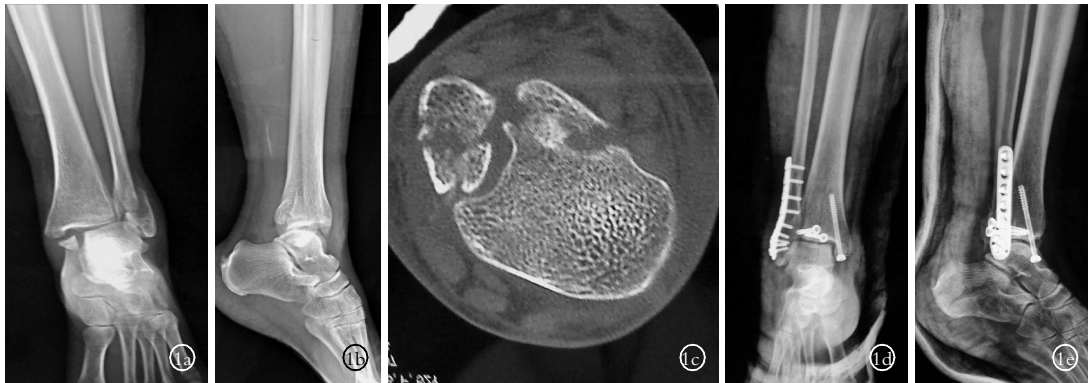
患者,女,45 岁,踝关节旋后外旋型骨折 1a.术前正位 X 线片示内外踝骨折,下胫腓有损伤,无明显分离,距骨向外侧半脱位 1b.术前侧位 X 线片示后踝骨折并移位,距骨向后半脱位 1c.术前 CT 示后踝粉碎骨折,移位明显 1d.术后正位 X 线片示内外踝骨折复位良好,下胫腓无分离,踝穴正常 1e.术后侧位 X 线片示后踝复位固定良好,距骨无脱位
